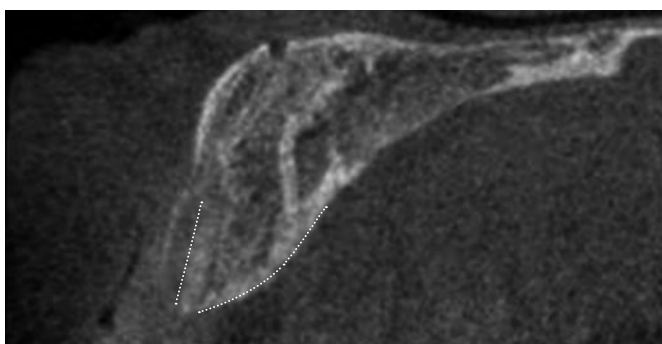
術前のCTクロスセクショナル像。歯槽骨頂は狭小で骨質はType IVであった。Densah® burによるOsseodensificationを応用してシンプルにインプラント埋入する計画を立てた。
